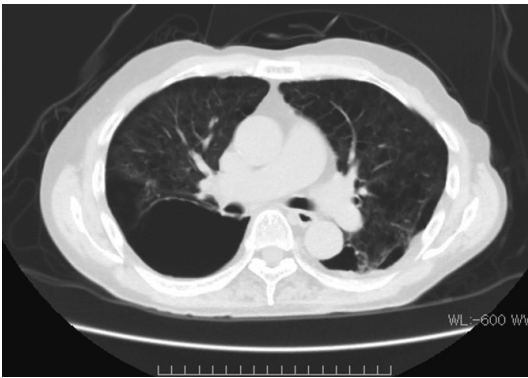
術前の胸部CT所見：両側の肺の間質陰影の上昇と巨大プラを認める．
